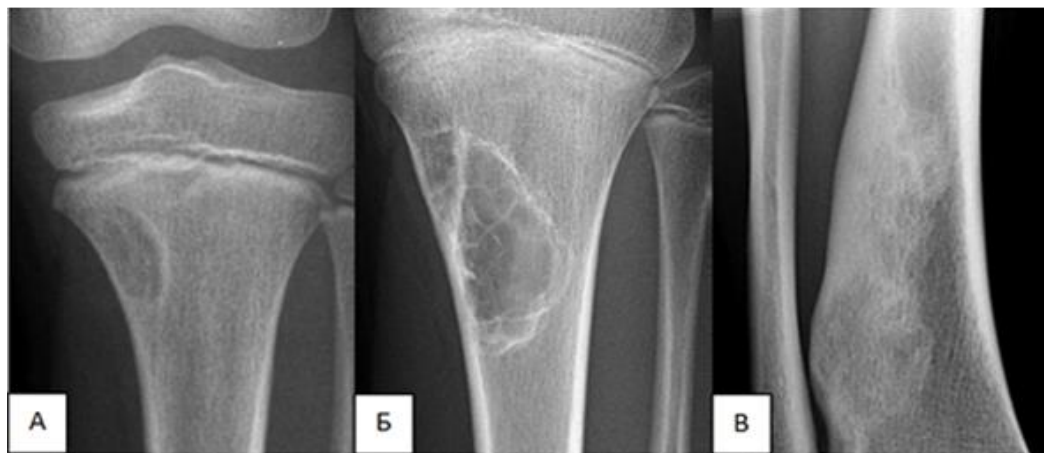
Осередок перебудови в місцях прикріплення м'язів (ОПММ). Фрагменти рентгенограм кісток гомілки в прямій проекції 2 різних пацієнтів. А – ОПММ – вогнище перебудови в місці прикріплення довгого м'яза-згинача пальців, Б і В – не костеніюча фіброма (НКФ) в динаміці через 4 роки – при цьому визначається збільшення розмірів ураження з 3 до 7 см і вапняних включень у його структурі, навіть до повного окостеніння (за Cotten A.).
